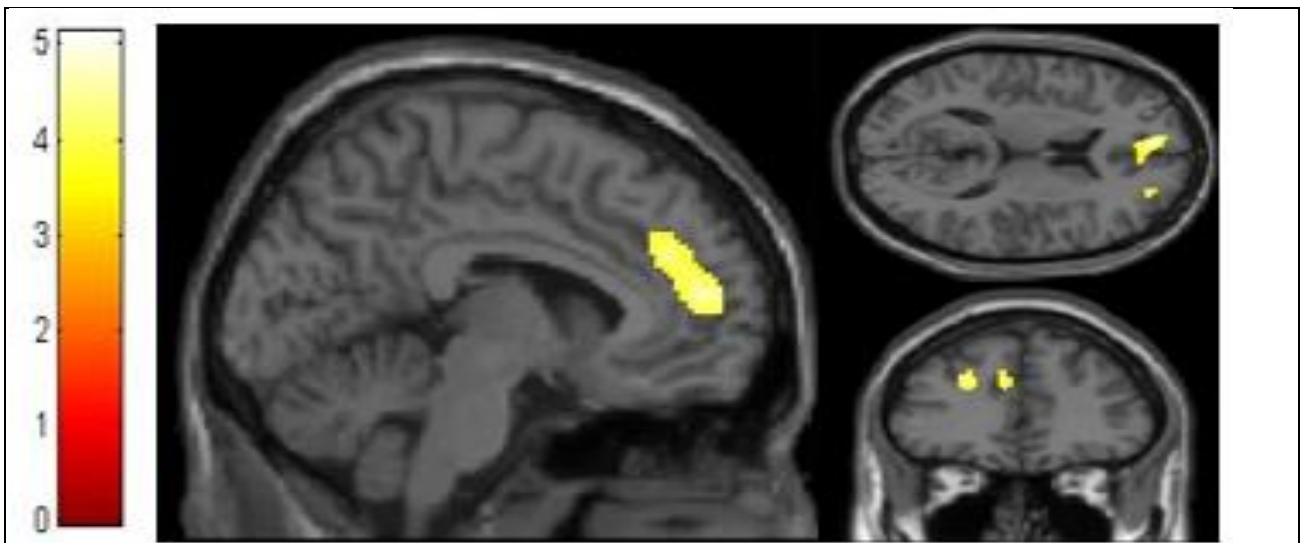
Brain-behavior correlation between anosognosia discrepancy scores and FDG-PET images in AD patients compared to elderly controls shows significant hypometabolism in the dMPFC. Images are displayed in the Montreal Neurological Institute (MNI) space. SPM displayed at $p < .0005$ uncorrected.
